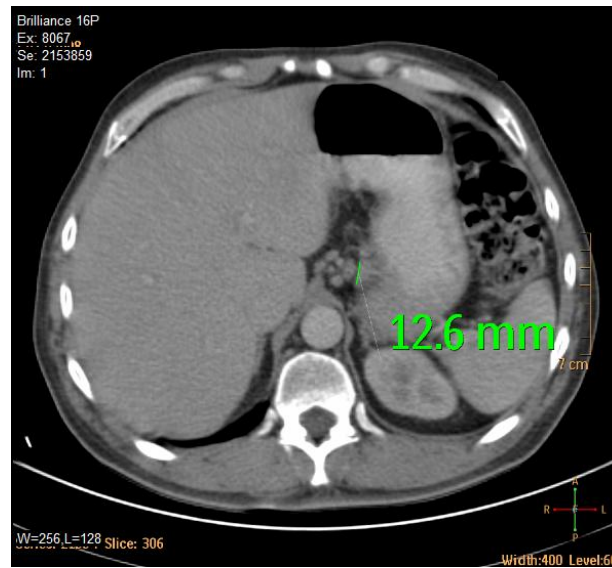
TAC. Adenocarcinoma de cardias Siewert II. Adenopatías en curva menor gástrica alta y tronco celíaco
